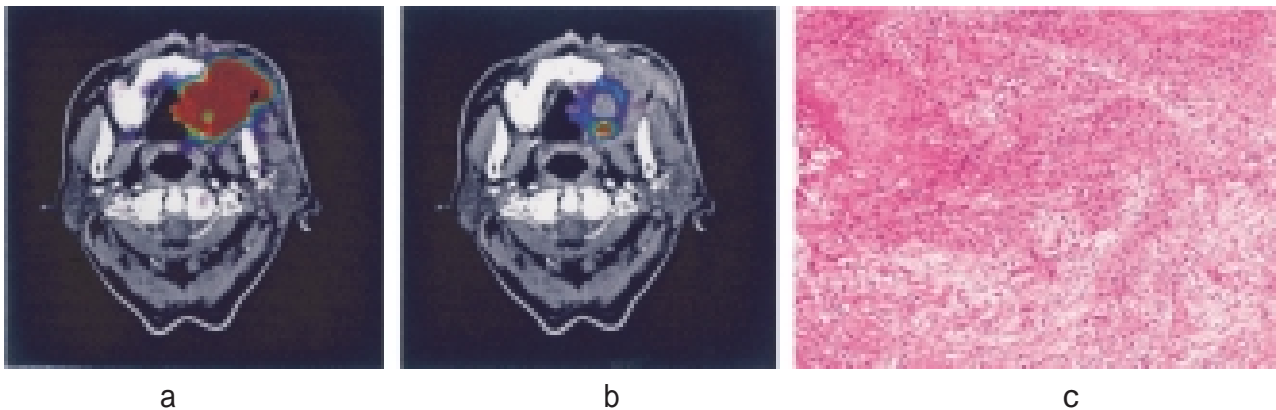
左側上顎歯肉癌のFDG PET、a: 放射線化学療法前、b: 放射線化学療法後
